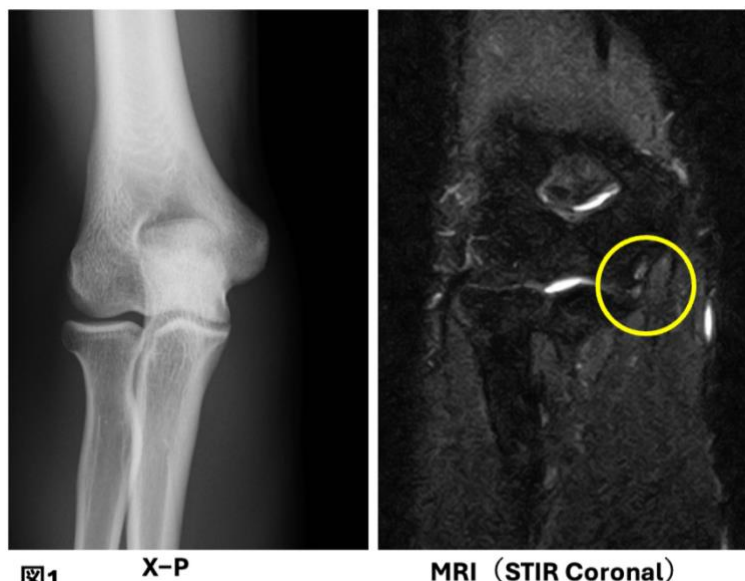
X-P MRI (STIR Coronal)
